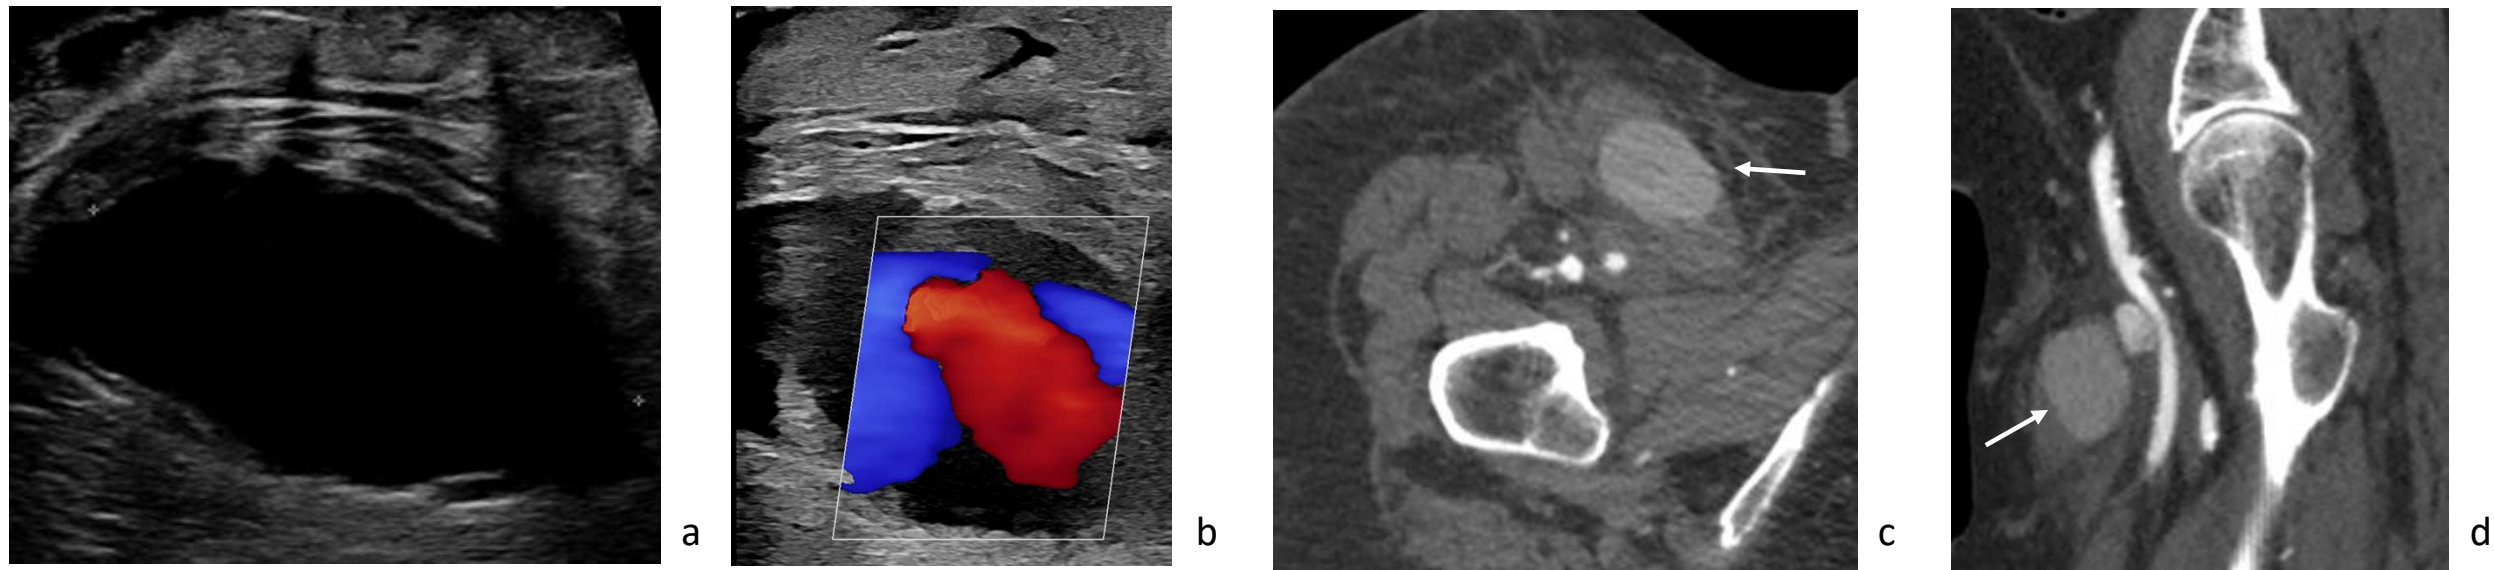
Complicación sistémica tras EVAR. Pseudoaneurisma dependiente de arteria femoral superficial derecha tras EVAR visto por ecografía modo B (imagen a) y Doppler color (imagen b). Las imágenes c y d corresponden al angio-TC del paciente, plano axial (imagen c) y plano sagital (imagen d) en el que se observa el pseudoaneurisma (flecha blanca) dependiente de arteria femoral superficial derecha.
